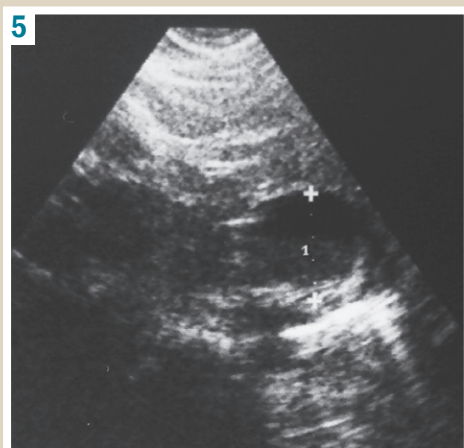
Ultrasound picture of abdominal cystic mass.
